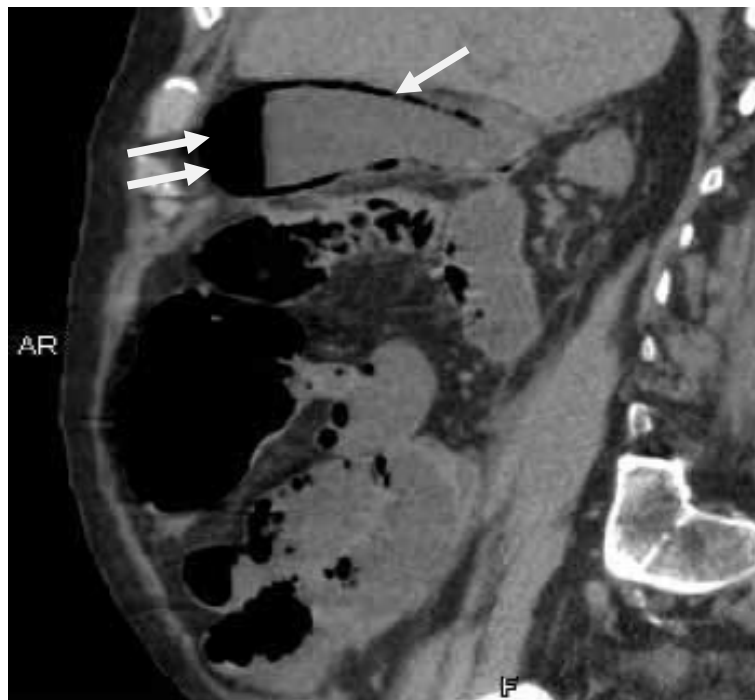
cholécystite emphysémateuse à la TDM : vésicule biliaire distendue (flèche), présence de l'air en intra vésiculaire (2 flèches)
